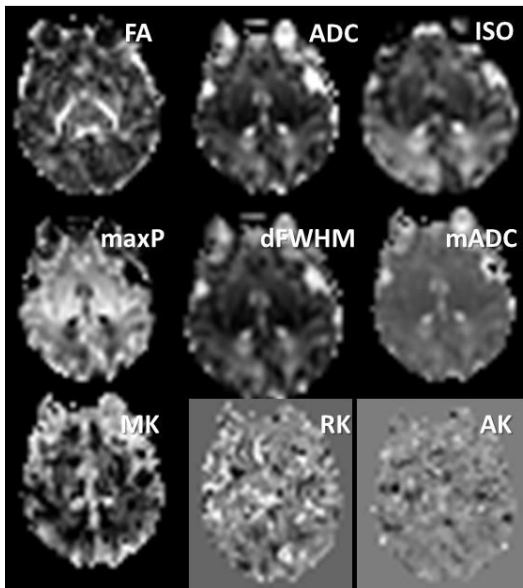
在胎 32 週の早産児の拡散 MRI 画像
